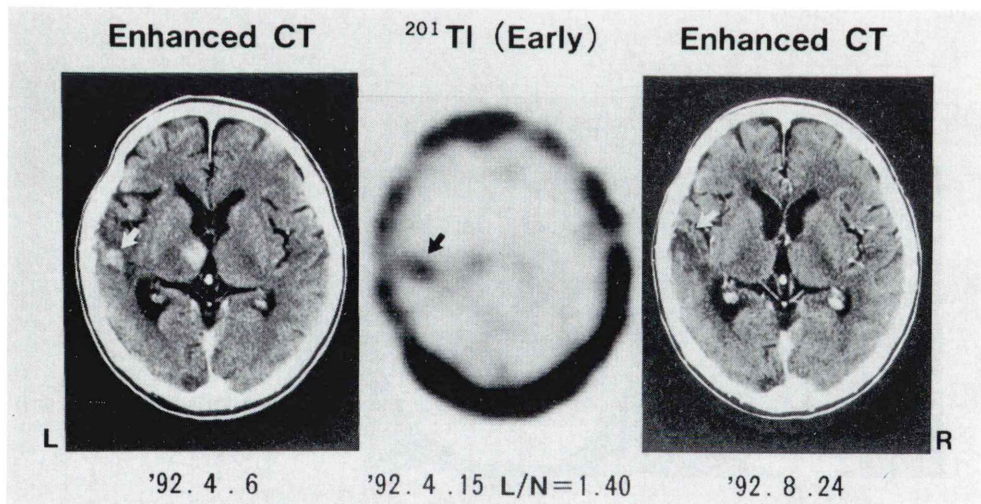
Enhanced CT and ^{201}Tl SPECT of a patient with glioblastoma multiforme (arrow). L/N ratio (1.40) suggested the radiation necrosis, which was supported by the findings that the enhanced lesion disappeared on the CT obtained five months later. Tumor is demonstrated by arrow.
